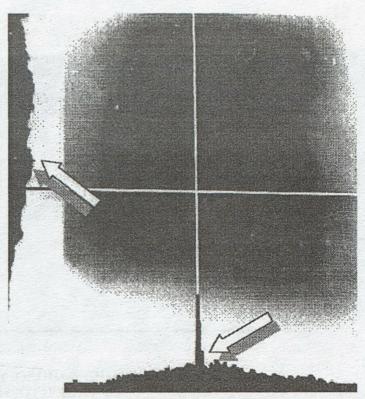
Принтерная копия фрагмента рентгеноденситограммы больного с ЭЛ. Снижение денситометрических градиентов в пространственно-яркостных сечениях ригидных зон по данным гистограммного анализа (показано стрелками).
